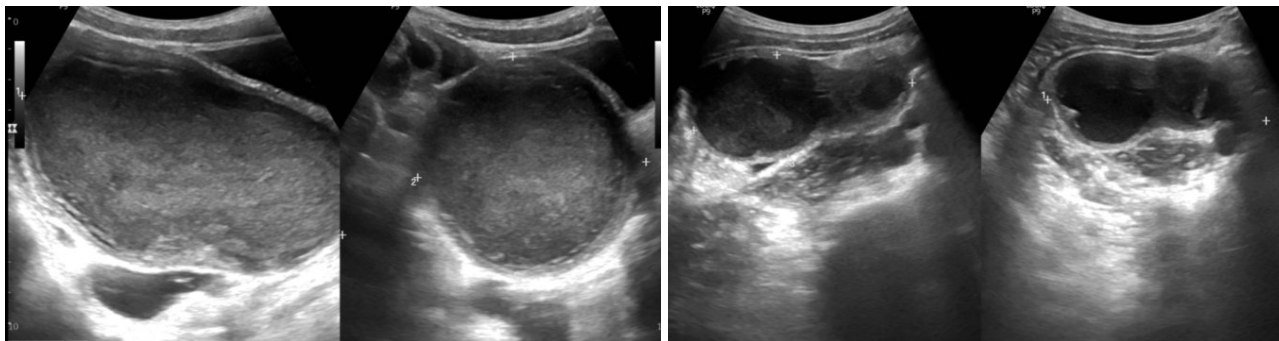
Ecografía ginecológica transabdominal.
